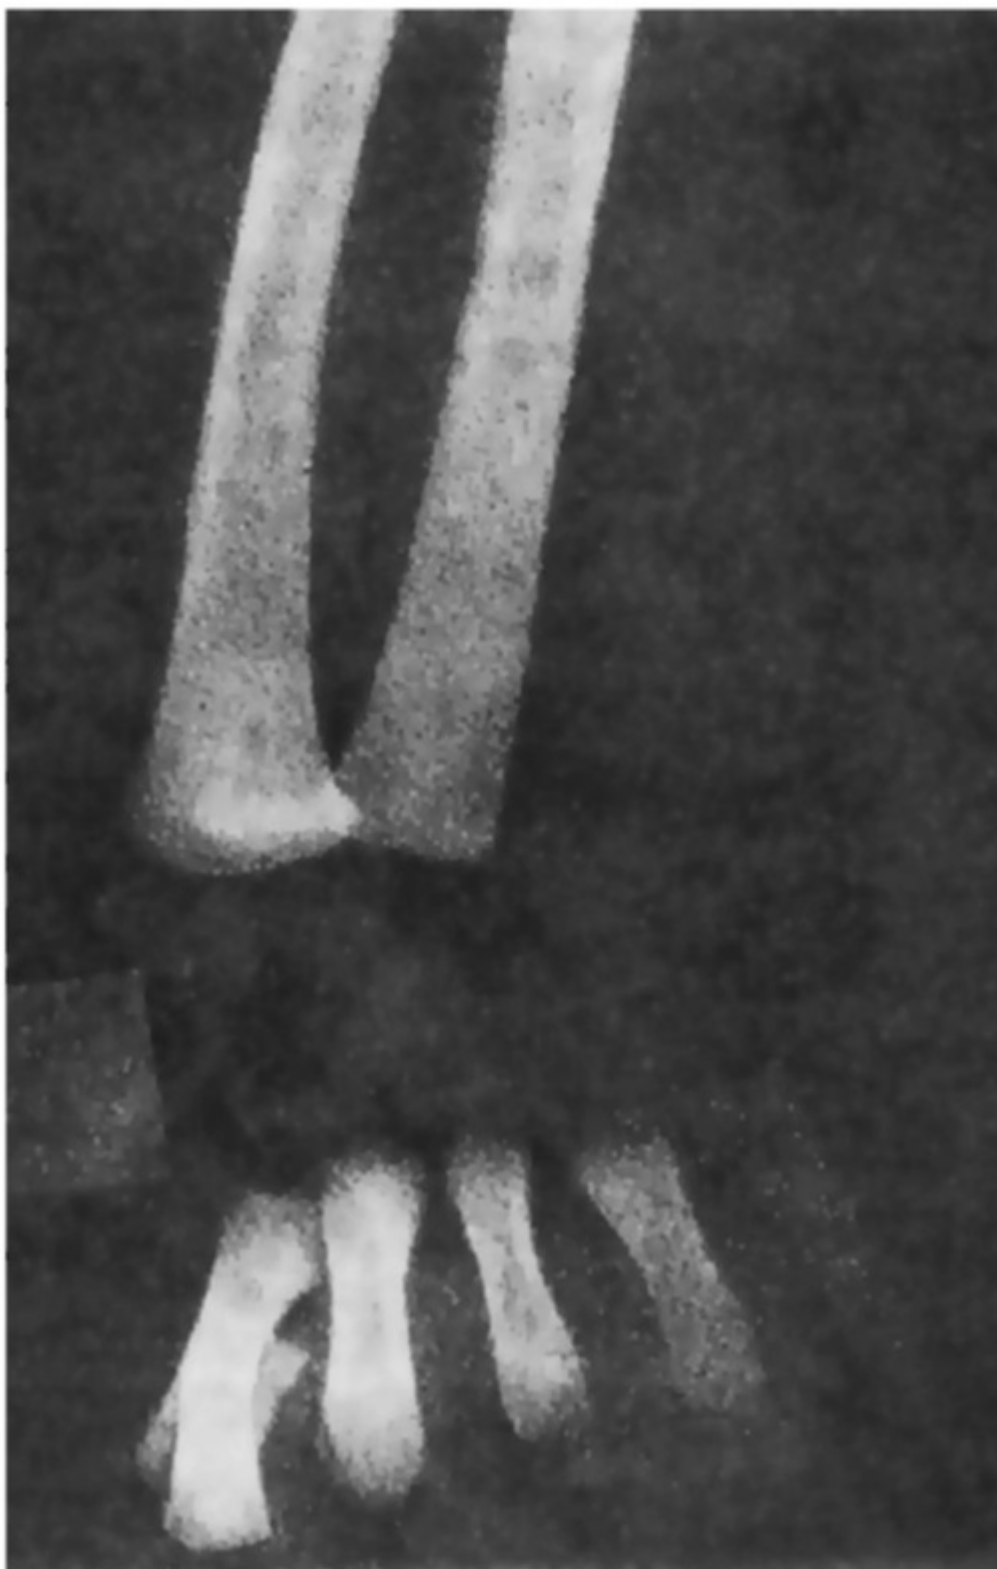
Рентгенограмма костей запястья ребенка 19 дней. Ядра окостенения отсутствуют
